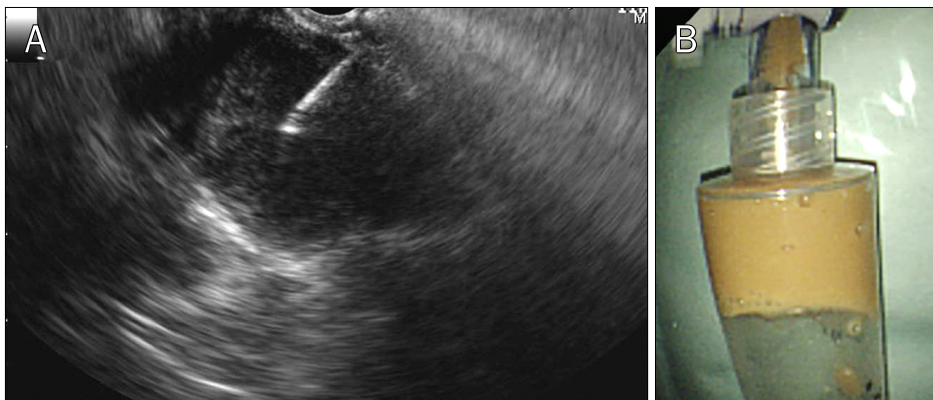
Endoscopic ultrasonography-guided fine needle aspiration findings. (A) On portocaval space, there was a heterogeneous hypo-echoic 3 cm sized cystic mass with much debris. (B) After fine needle aspiration, muddy colored pus was obtained.
